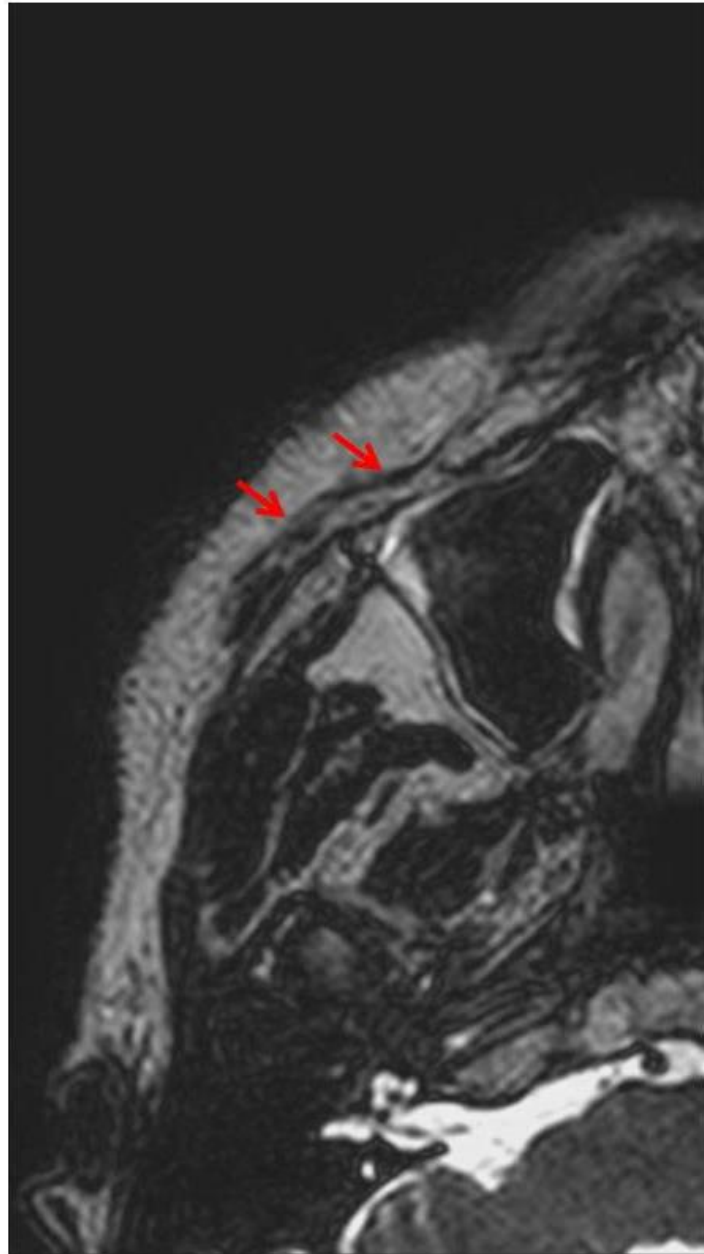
Resonancia magnética de la cara. Las flechas indican los músculos faciales y el sistema musculo-aponeurótico superficial.
